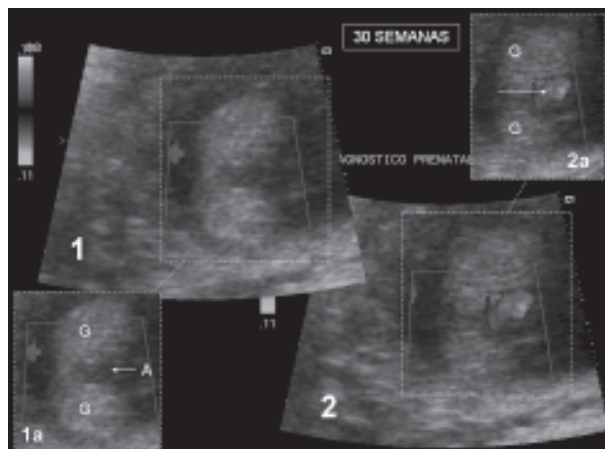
Defecación fetal en la 30ª semana. (1) Ano dilatado (A) previo a la defecación. G: glúteos. (2) Flujo de la defecación (flecha) codificado mediante Doppler color.
